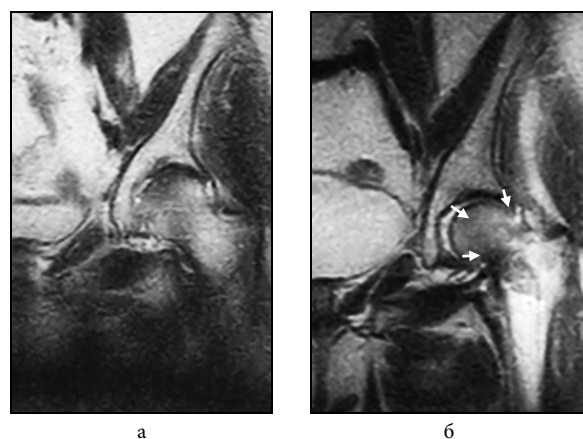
Больная П., 45 лет. а — аваскулярный остеонекроз головки левой бедренной кости 2 ст., б — через 8 мес после трансплантации аутологичных ММСК (стрелками указано формирование хрящевой ткани на головке бедренной кости) (МРТ-режим T2W1_COR).
